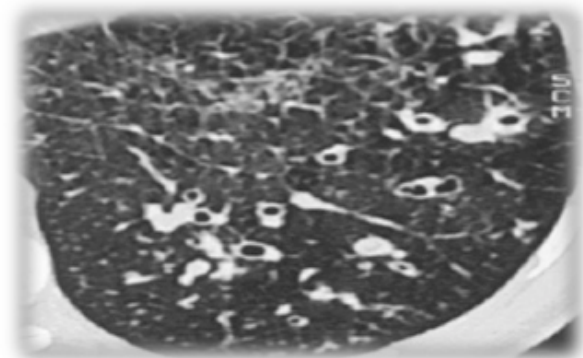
Ребенок Е., 8 лет, СКТ выполнено через 5 лет после БЛД средней тяжести в анамнезе с исходом в хронический бронхит.
